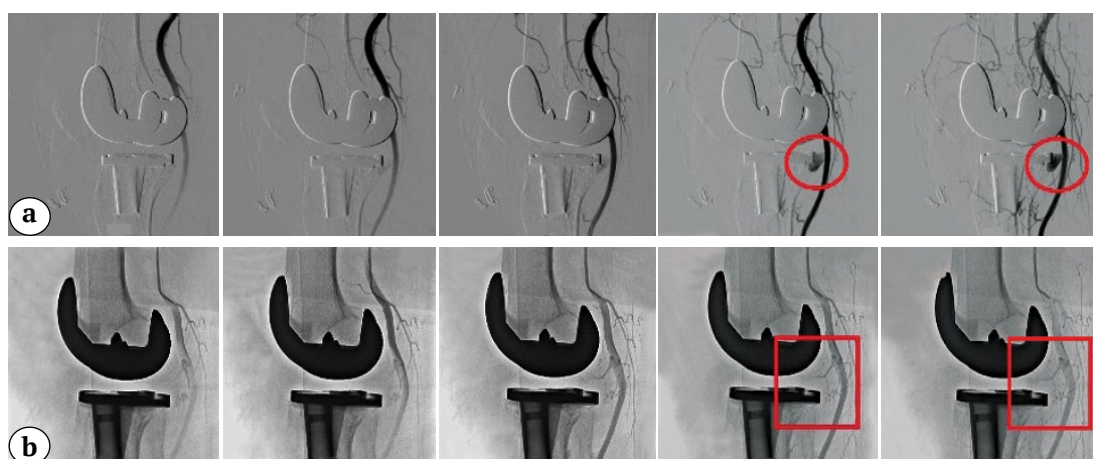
CT angiography with contrast delineates a pseudoaneurysm of the inferior medial genicular artery:
